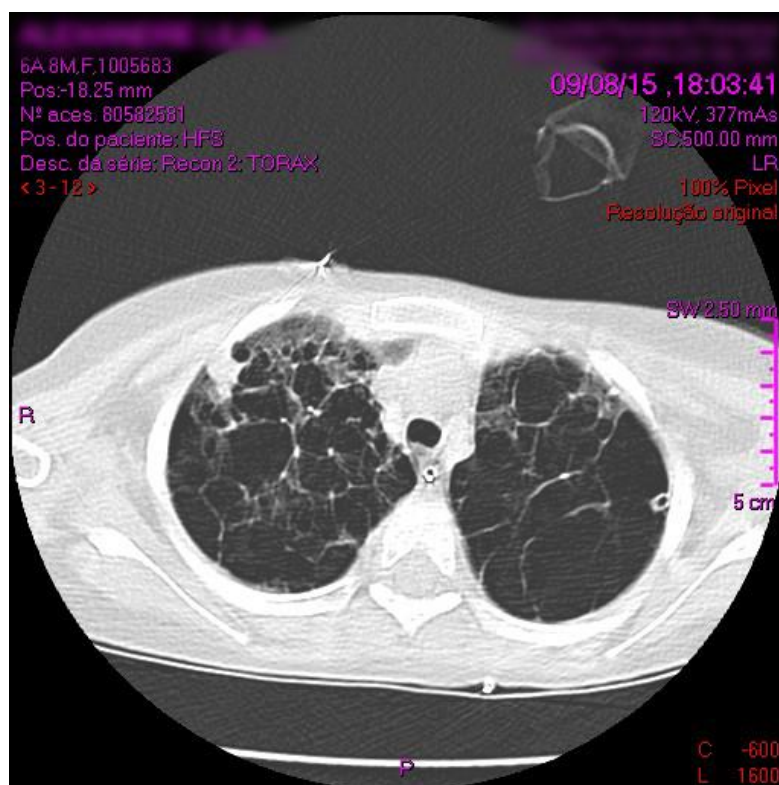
TC torácica realizada a 8/09/2015 (corte a nível mais apical), demonstrando “extensas alterações parenquimatosas com múltiplas bolhas substituindo a quase totalidade do parênquima pulmonar bilateralmente”.
